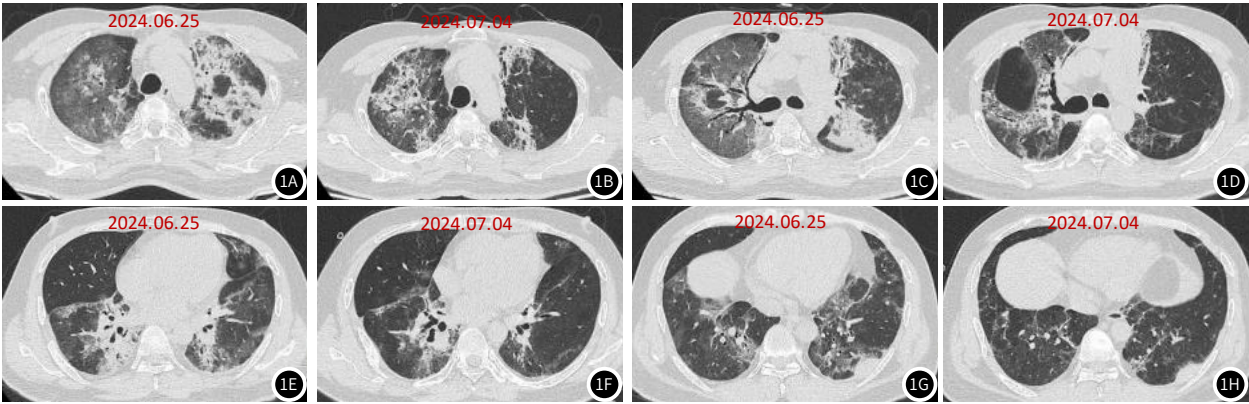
图1A ~ 图1H: 2024年6月25日及2024年7月4日胸部CT平扫对比图: 2024年7月4日胸部CT平扫示肺部病灶较2024年6月27日明显吸收。
